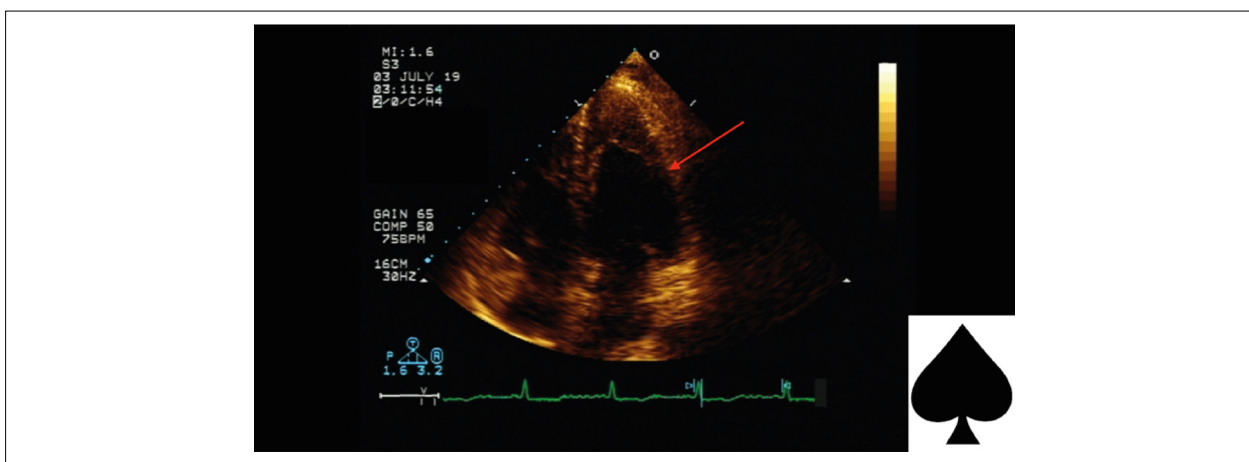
Ecocardiograma transtorácico (corte apical de 4 câmaras) da paciente 1 mostrando hipertrofia apical do ventrículo esquerdo com o formato de “ás de espadas” característico.
